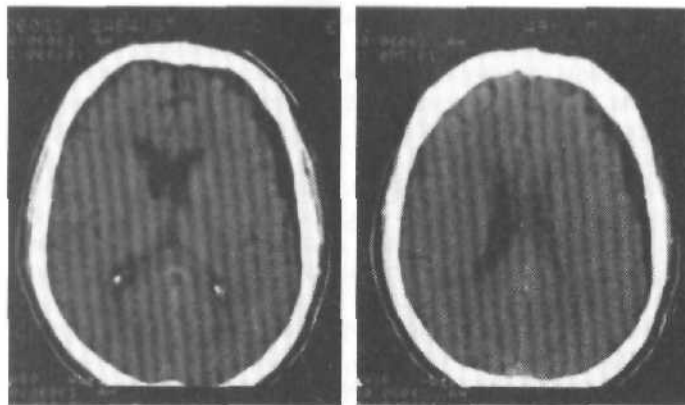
Компьютерные томограммы; аксиальные срезы. Подострая травматическая субдуральная гигрома слева у 49-летнего пострадавшего. Над левым полушарием — гиподенсивная зона, наружная поверхность которой прилегает к костям черепа, а внутренняя повторяет очертания подлежащей коры мозга.
